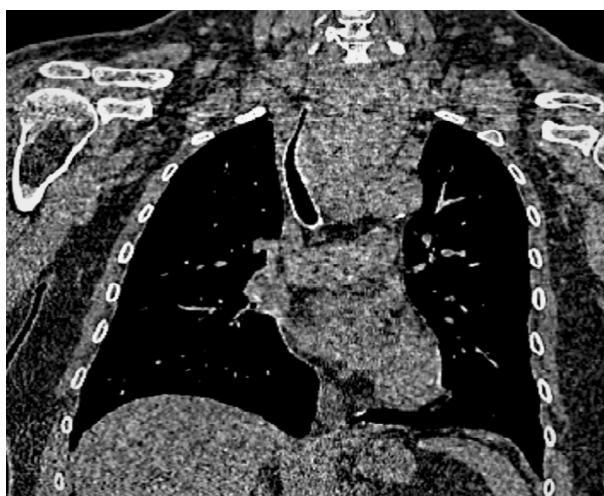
Спиральная рентгеновская компьютерная томография (СРКТ) органов шеи и органов грудной клетки
